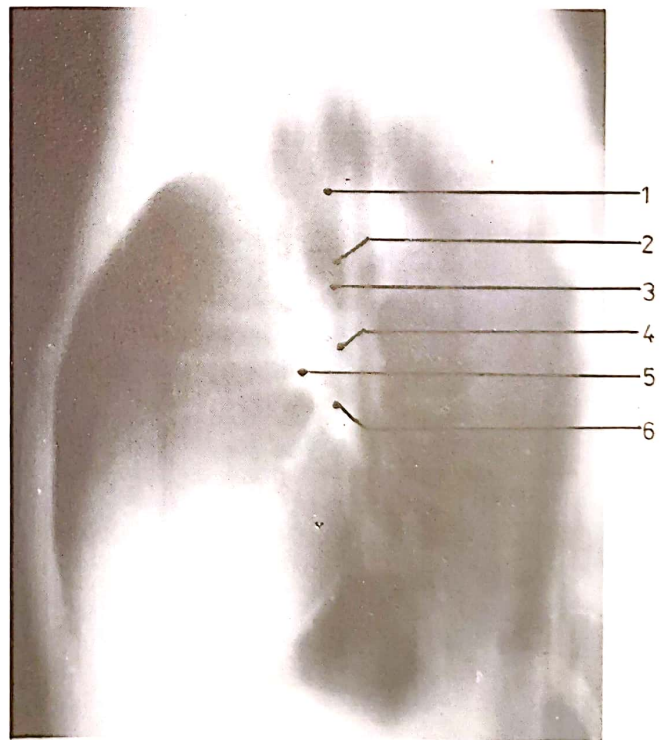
Hilul pulmonar stâng (tomografie): 1. arcus aortae; 2. fereastră aortică; 3. trachea; 4. bifurcatie tracheae; 5. a. pulmonalis sinistra; 6. br. principalis sinister (ortograd).
